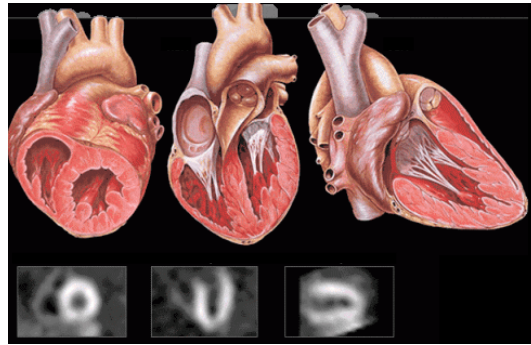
Représentation des coupes tomographiques reconstruites du ventricule gauche selon 3 axes : petit-axe, grand axe horizontal et grand axe vertical.
